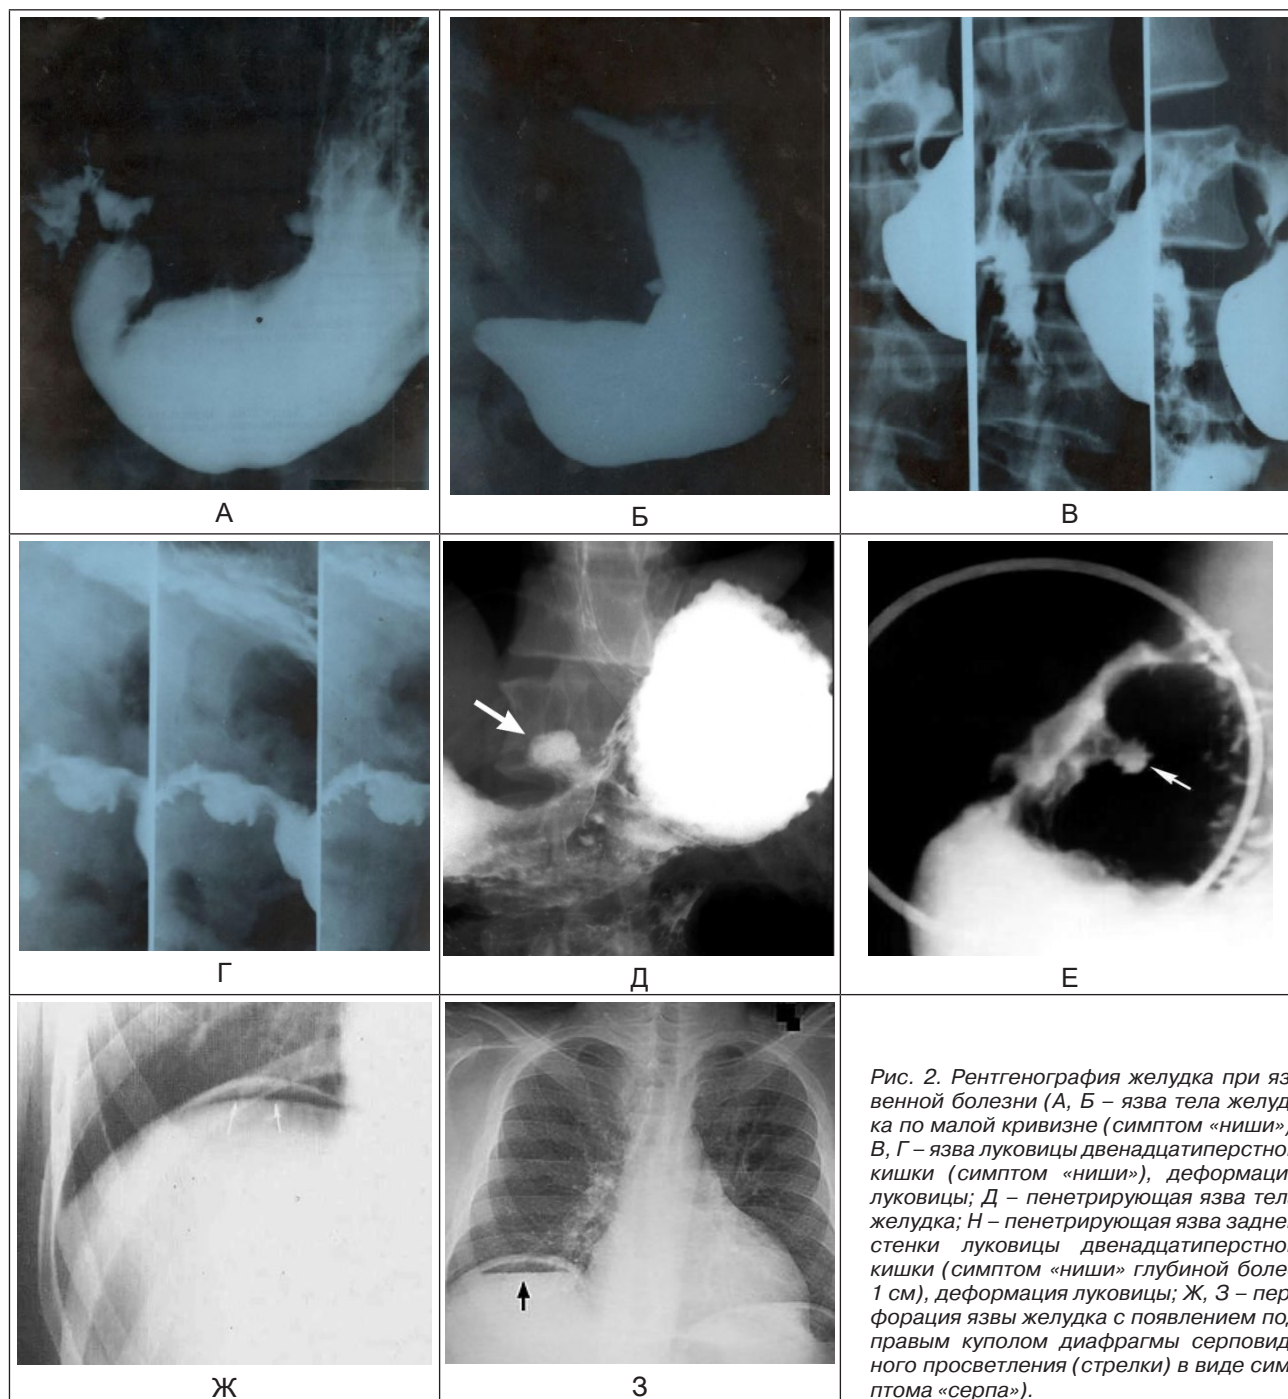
Рентгенография желудка при язвенной болезни (А, Б – язва тела желудка по малой кривизне (симптом «ниши»); В, Г – язва луковицы двенадцатиперстной кишки (симптом «ниши»), деформация луковицы; Д – пенетрирующая язва тела желудка; Е – пенетрирующая язва задней стенки луковицы двенадцатиперстной кишки (симптом «ниши») глубиной более 1 см, деформация луковицы; Ж, З – перфорация язвы желудка с появлением под правым куполом диафрагмы серповидного просветления (стрелки) в виде симптома «серпа»).
